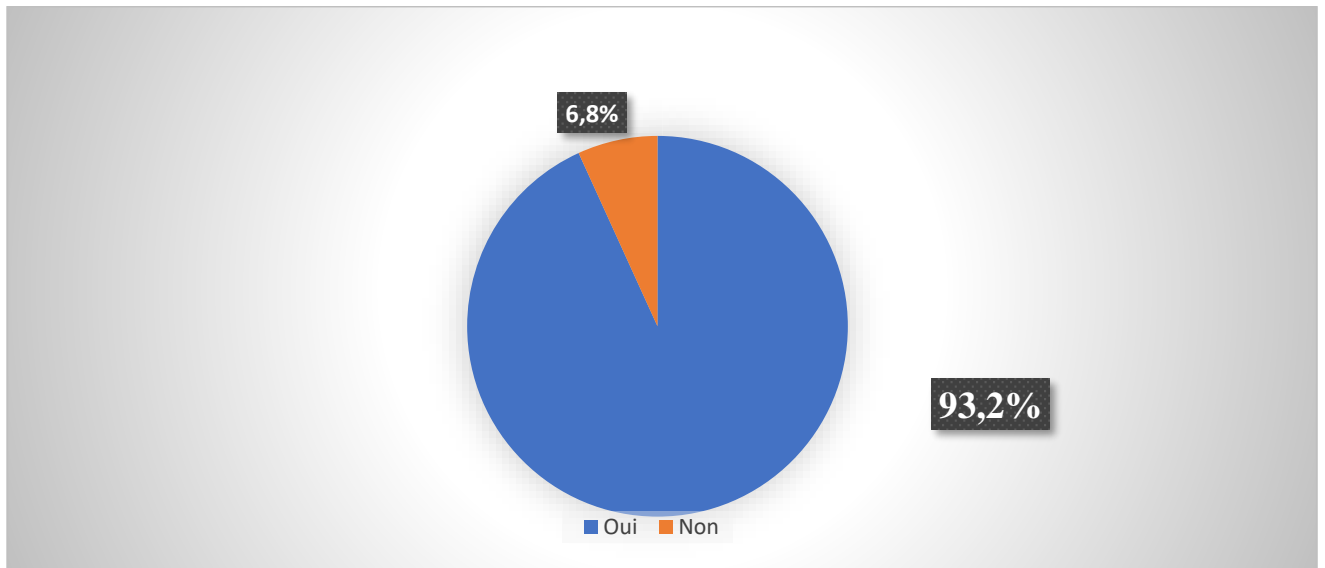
Répartition des patients selon la réalisation de l'échographie abdominale
